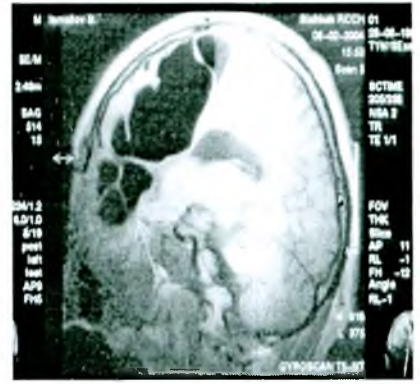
Б-ной И-в с гигантской фибромой лобных пазух с распространением в переднюю черепную ямку; а) КТ б) МРТ после удаления опухоли.
